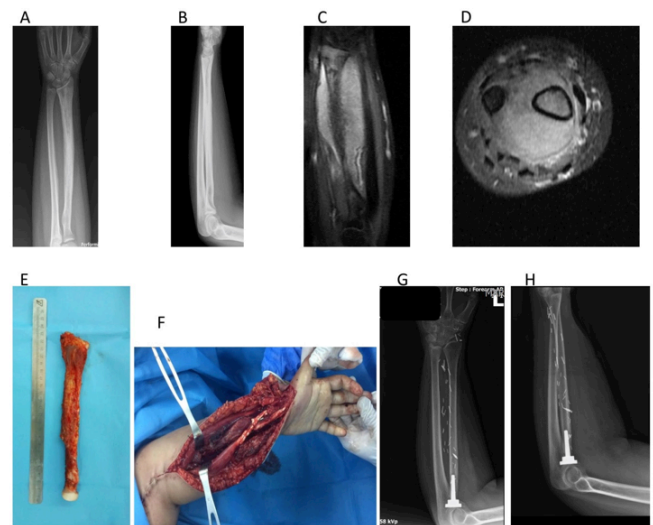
(a,b) Preoperative plain radiograph of a 16-year-old female with radius diaphyseal Ewing sarcoma, (c,d) MR images showed significant soft tissue extension, (e,f) the patient had wide resection and biological reconstruction with osteoarticular vascularized fibular graft, a radial head prosthesis was also applied, (g,h) follow-up radiographs.
